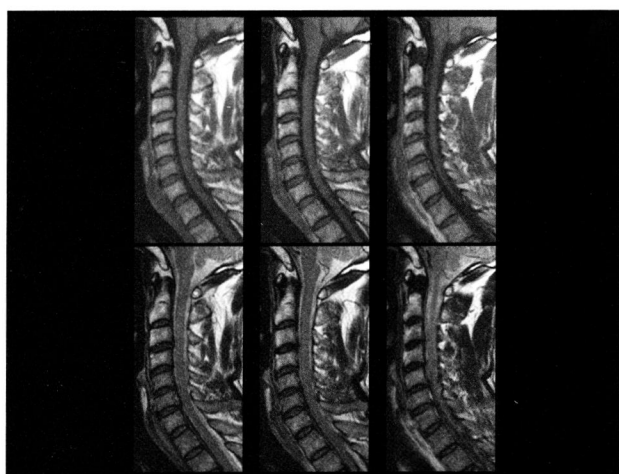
術前の頸椎MRIのsagittal像（上段: T1WI、下段: T2WI）（左より、正中→右側を示す）軽度の脊柱管狭窄を認めるが、明らかな責任病巣は確定出来ない。
